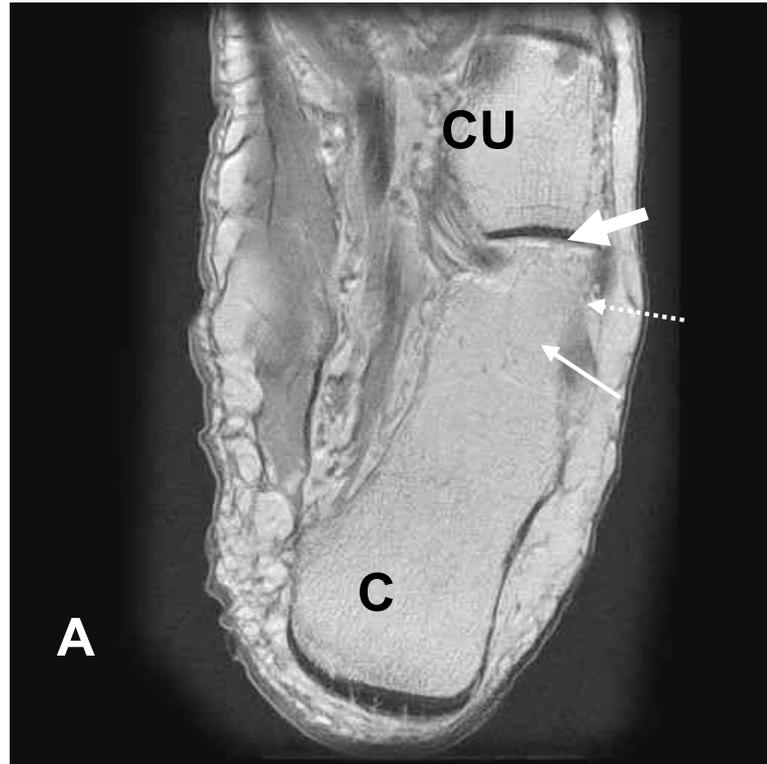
A y B. Resonancia Magnética mostrando la anatomía normal de la zona lateral del calcáneo (derecho). C= calcáneo. CU= Cuboides. AS = Astrágalo. T= Tibia. La flecha gruesa y corta marca el tendón del Peroneo Corto. La flecha fina y larga señala el tendón del Peroneo Largo. Entre ambos tendones se encuentra separándolos la tróclea del calcáneo que está señalada con una flecha punteada.
